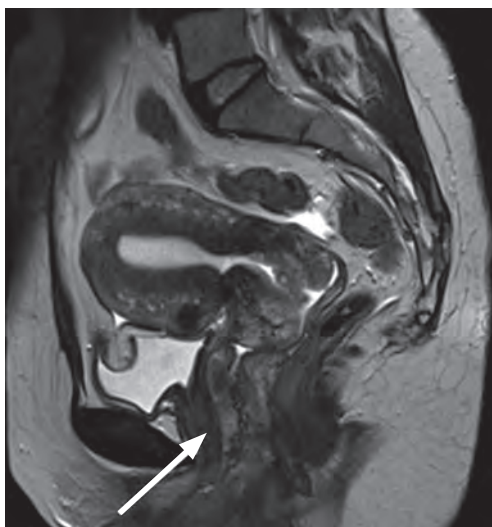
Пациентка А., РШМ, стадия IIIA. На T2-ВИ в сагиттальной плоскости определяется опухоль (указано стрелкой) в шейке матки солидной структуры с умеренно интенсивным МРТ-сигналом, распространяющаяся на стенки влагалища на всем протяжении
